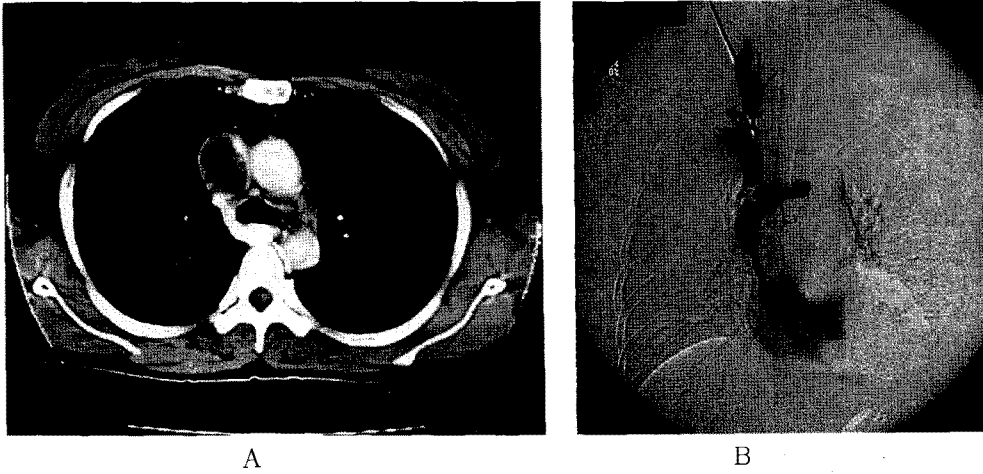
Computed tomography(A) and SVC venacavogram(B) revealed an intraluminal mass with large lobulated contour located in whole SVC. Fig. 1.
